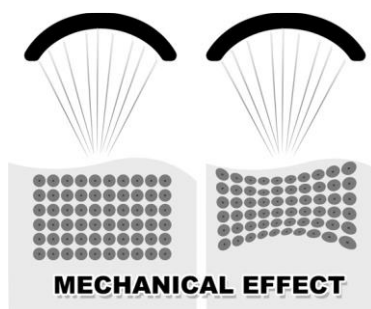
Efecto mecánico del HIFU. Tejidos dentro de la región focal del ultrasonido las ondas son fuerzas submecánicas que provocan un movimiento efectos [15].
